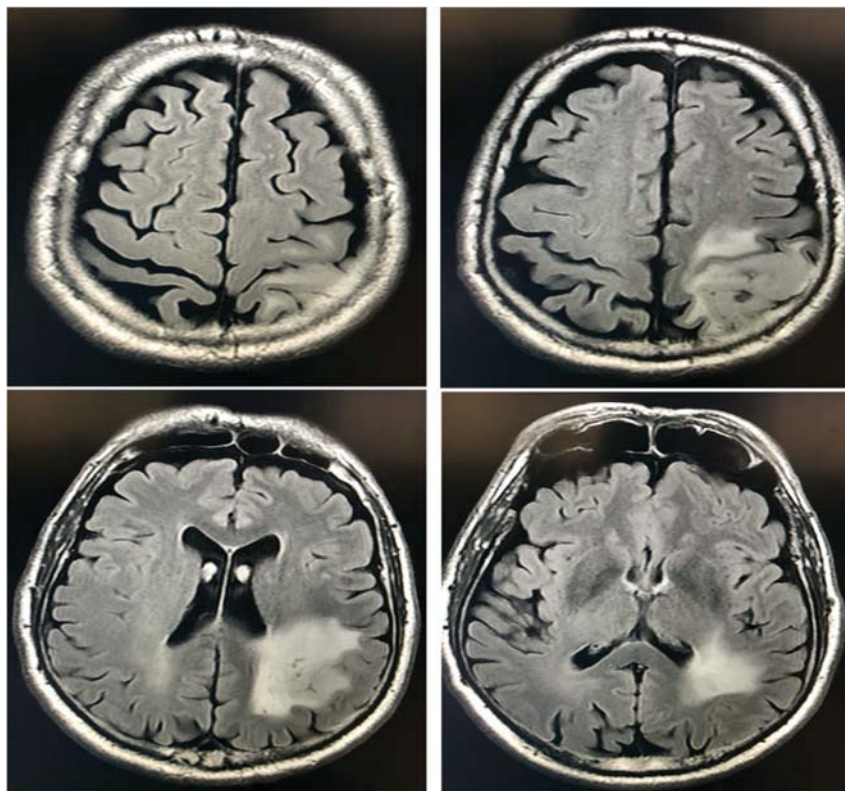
МРТ в режиме T2-FLAIR пациента с внутримозговой опухолью левой теменной доли.
